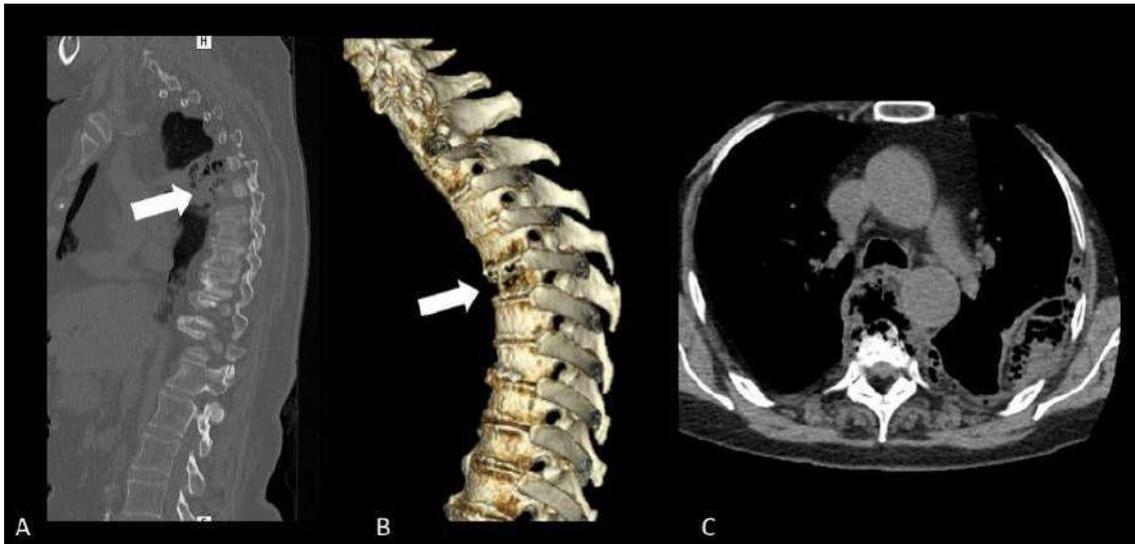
Paciente com diagnóstico de abscesso vertebral por *Salmonella sp.* TC em corte sagital (A) e em reconstrução multidimensional (B) e corte coronal (C): coleção intratorácica, extrapleurar, no aspecto posterolateral do hemitórax esquerdo, coleção paravertebral com gás em seu interior envolvendo o corpo vertebral de T4, T6 e principalmente T5, gás no interior do corpo vertebral de T5 e T4, bem como colapso do corpo vertebral de T5 (setas).
